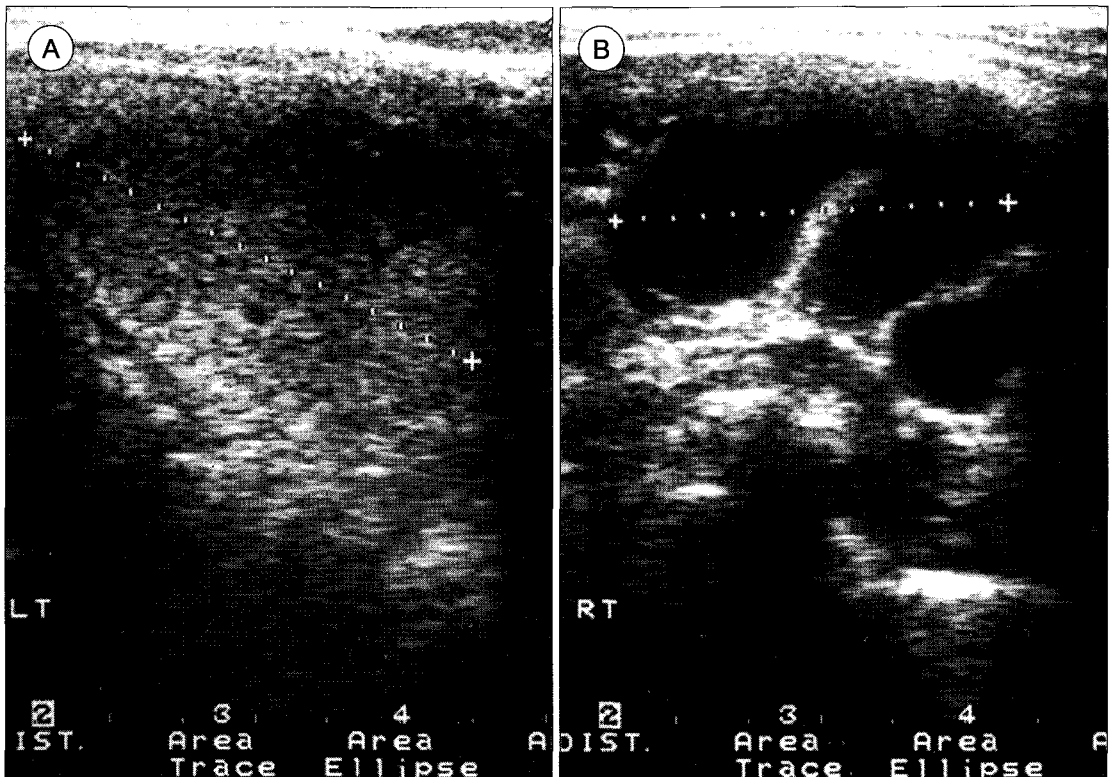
Ultrasonographic findings of case 1 : a) A homogeneous solid mass occupying whole thyroid gland, left, b) Multiple enlarged lymph node on subdigastric area showing anechoic pattern with distal enhancement.
